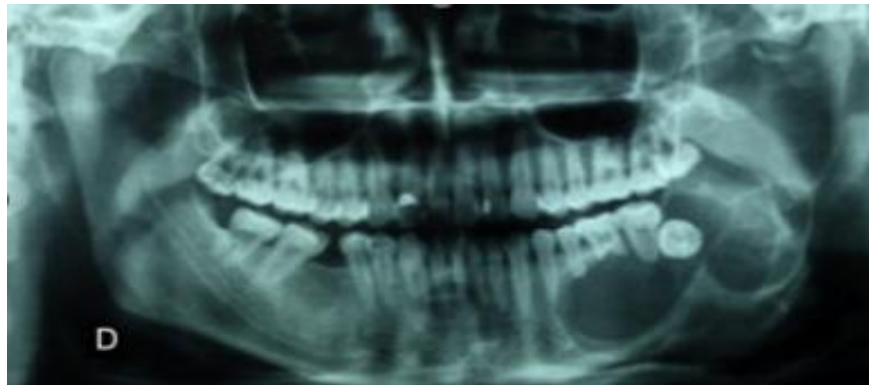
Ortopantomografía de ameloblastoma con cordal incluido.
